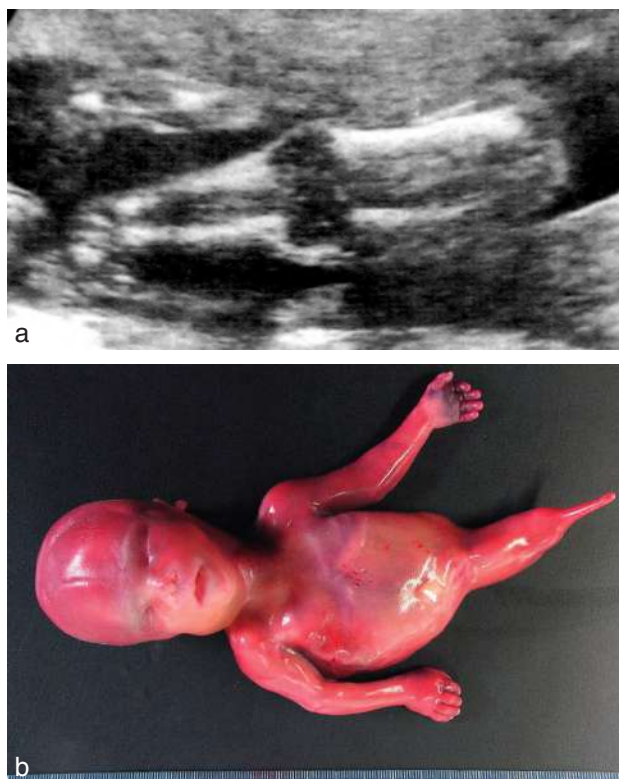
Sirénomélie. a. Aspect échographique : accolement et fusion des deux membres inférieurs. b. Aspect anatomique : membre inférieur unique. Source fig. 10.23b : Dr L. Devisme.
